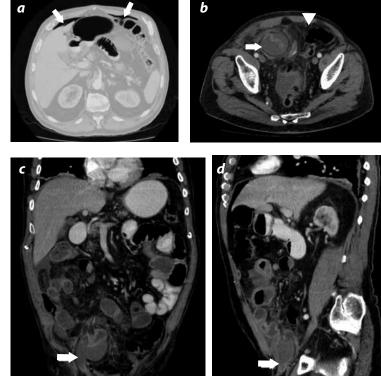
a) Corte axial de TC con ventana de pulmón, donde se aprecia neumoperitoneo (flecha blanca). b) Corte axial de TC, en el que se observan signos de peritonitis y una colección (flecha blanca) en relación con un asa de intestino delgado que presenta un defecto en la captación de su pared posteroexterna. Neumoperitoneo (punta de flecha blanca). c) Imagen coronal: hernia de Richter con líquido a través del conducto inguinal derecho y discreta hiperatenuación del peritoneo visceral (flecha blanca). Obsérvese la presencia de líquido subhepático con rarefacción de la grasa en la raíz del mesenterio. d) Imagen sagital: hernia de contenido líquido a través del conducto inguinal derecho (flecha blanca). Neumoperitoneo y refuerzo peritoneal
